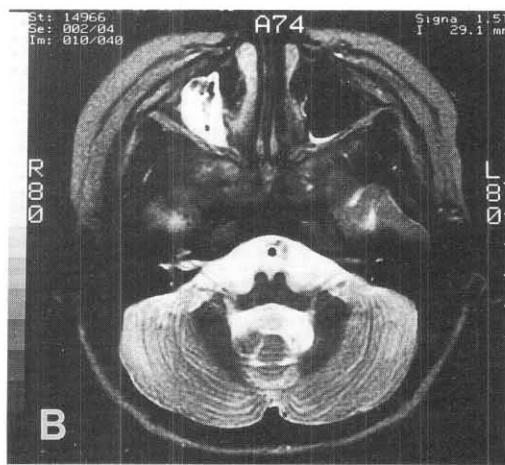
Brain MRI taken on October 25th, 1995.
